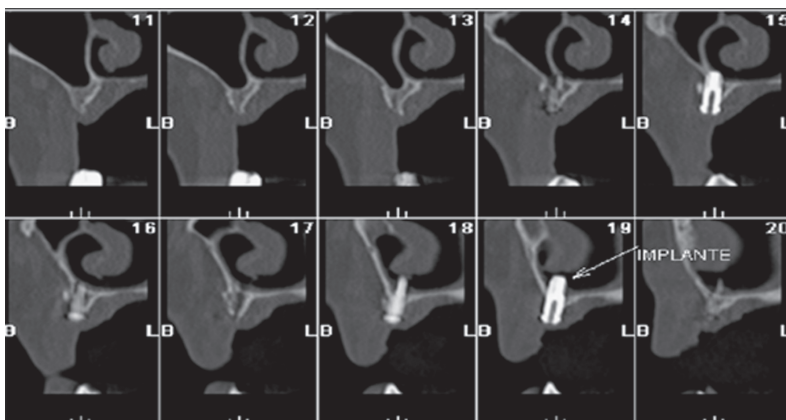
Imagens de tomografia computadorizada (reconstruções transversais). Note que nos cortes 15 e 19 é verificado que parte dos implantes referentes aos dentes 13 e 14 apresenta-se no interior da fossa nasal do lado direito
